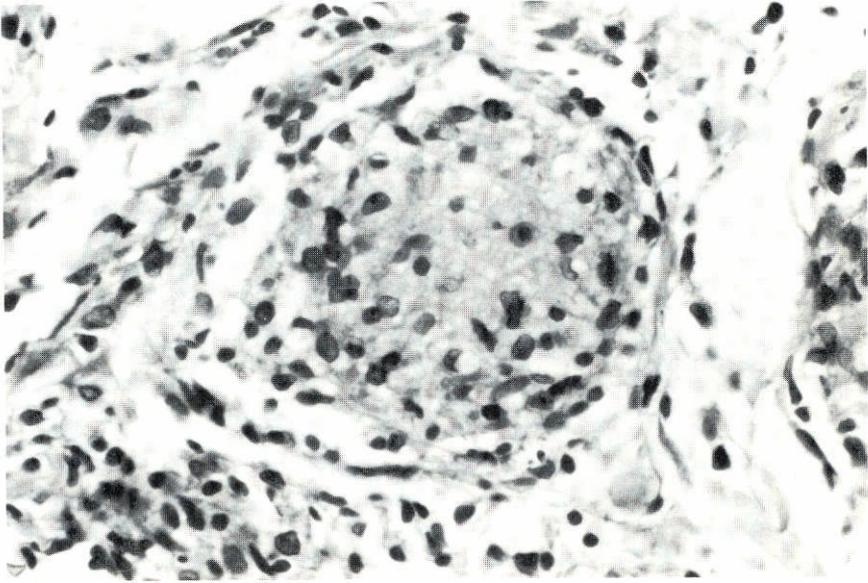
Leitura clínica RM(\pm). Infiltrado de células epitelióides com esboço de arranjo folicular mas sem halo linfocitário. B(-). Classe III (++) . Resultado positivo de grau médio.
